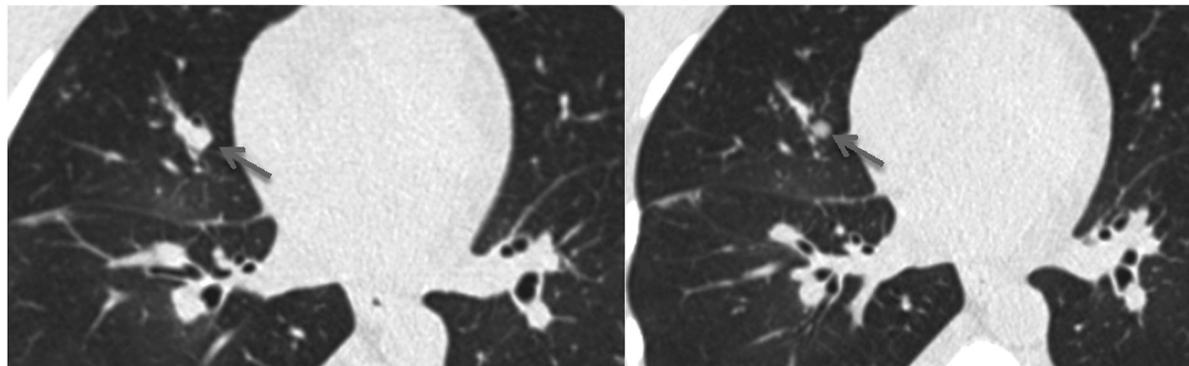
КТ, поперечный срез. Узел в средней доле правого легкого, прилежащий к сосуду, указан стрелкой.
